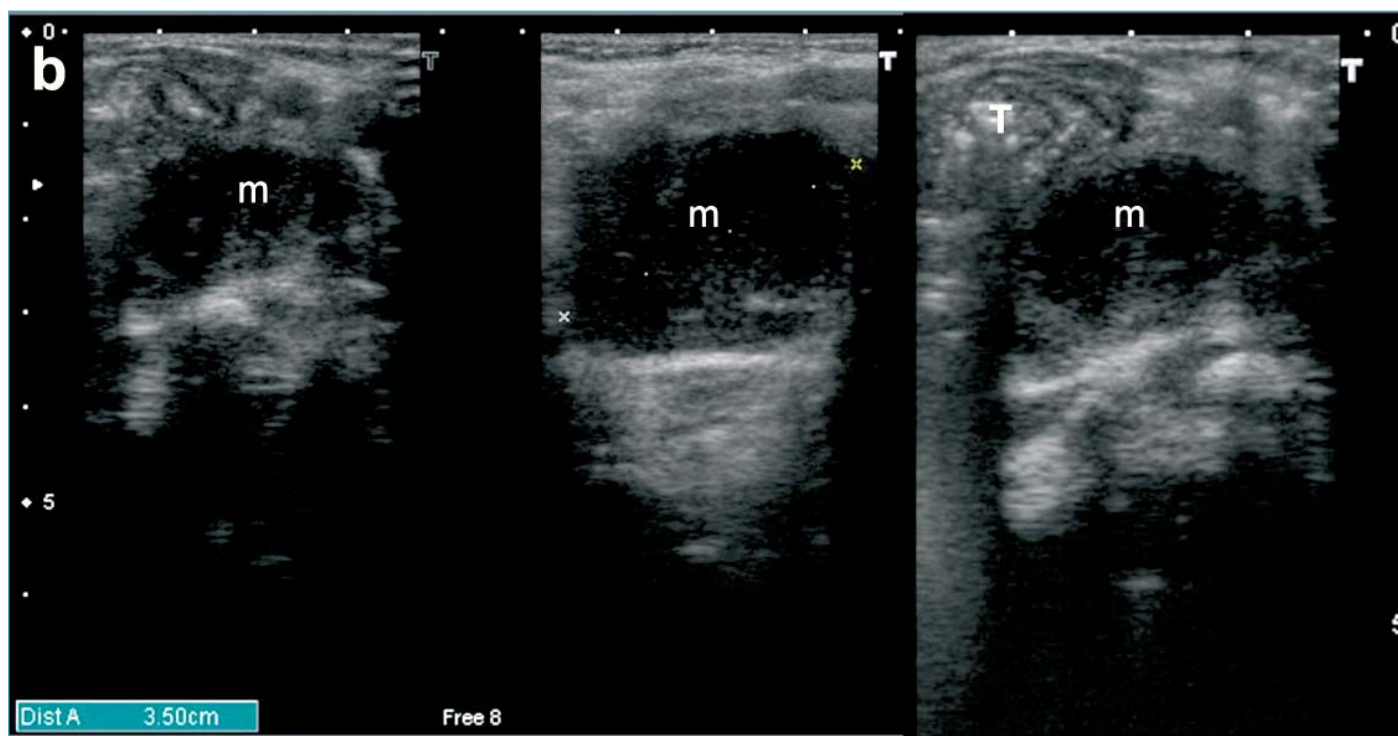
Absceso retrofaríngeo. Ecografía cervical con masa quística (m), de contorno lobulado y con algún septo en su interior, que desplaza a la tráquea (T).
